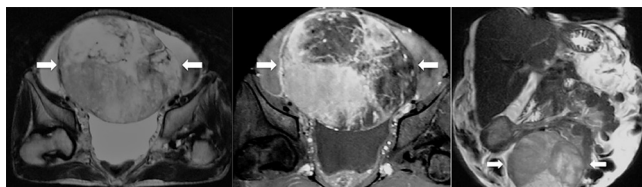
Ressonância magnética de pelve com massa heterogênea bem vascularizada com áreas de degeneração/necrose (setas) e deslocamento superior de alças intestinais
